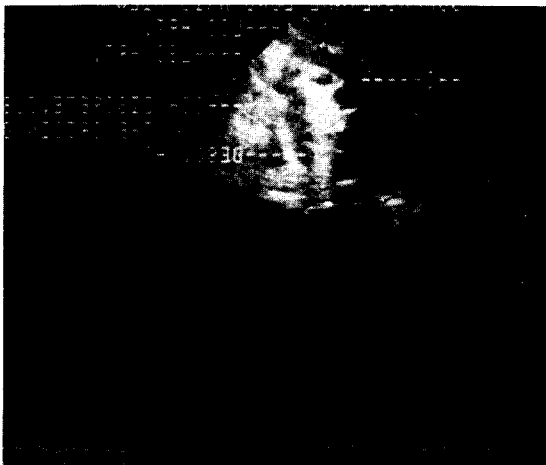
증례 1의 술전 심초음파도 : 좌측쇄골하동맥 기시부직하부의 대동맥협착이 대동맥 협착이 보인다.
